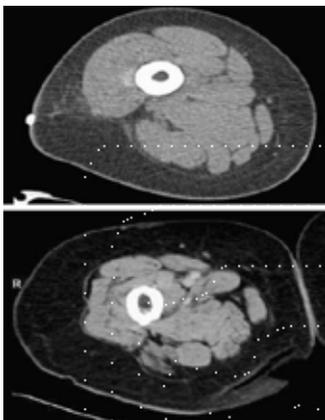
Imagen de dos cortes de resonancia magnética nuclear correspondiente a una mujer joven (a) y a otra anciana (b).⁶
